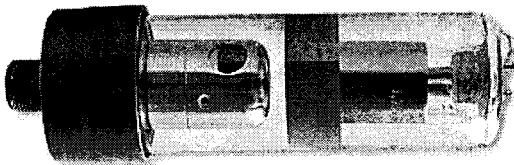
Рентгенівська трубка 1,6 БДМ9-90 моноблока апарата "Арман-1".
